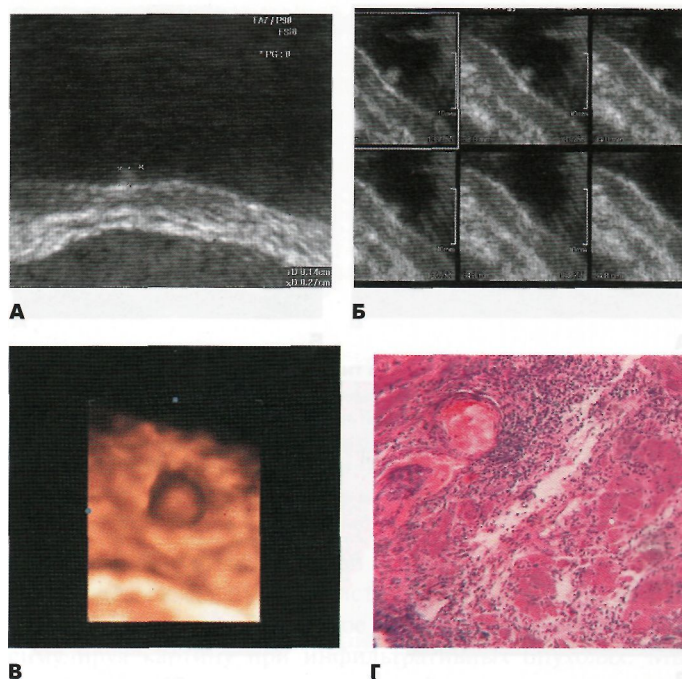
Небольшая опухоль стадия Ta у 70-летнего пациента: А. При обычном УЗИ видна опухоль 1-2 мм, выступающая над слизистой мочевого пузыря; Б. Многосрезовый режим при «МР УЗИ» позволяет анализировать основание опухоли и интактную гиперэхогенную слизистую; В. Режим трехмерной виртуальной эхоцистоскопии улучшение отображения опухоли; Г. Гистоморфологический срез опухоли.
